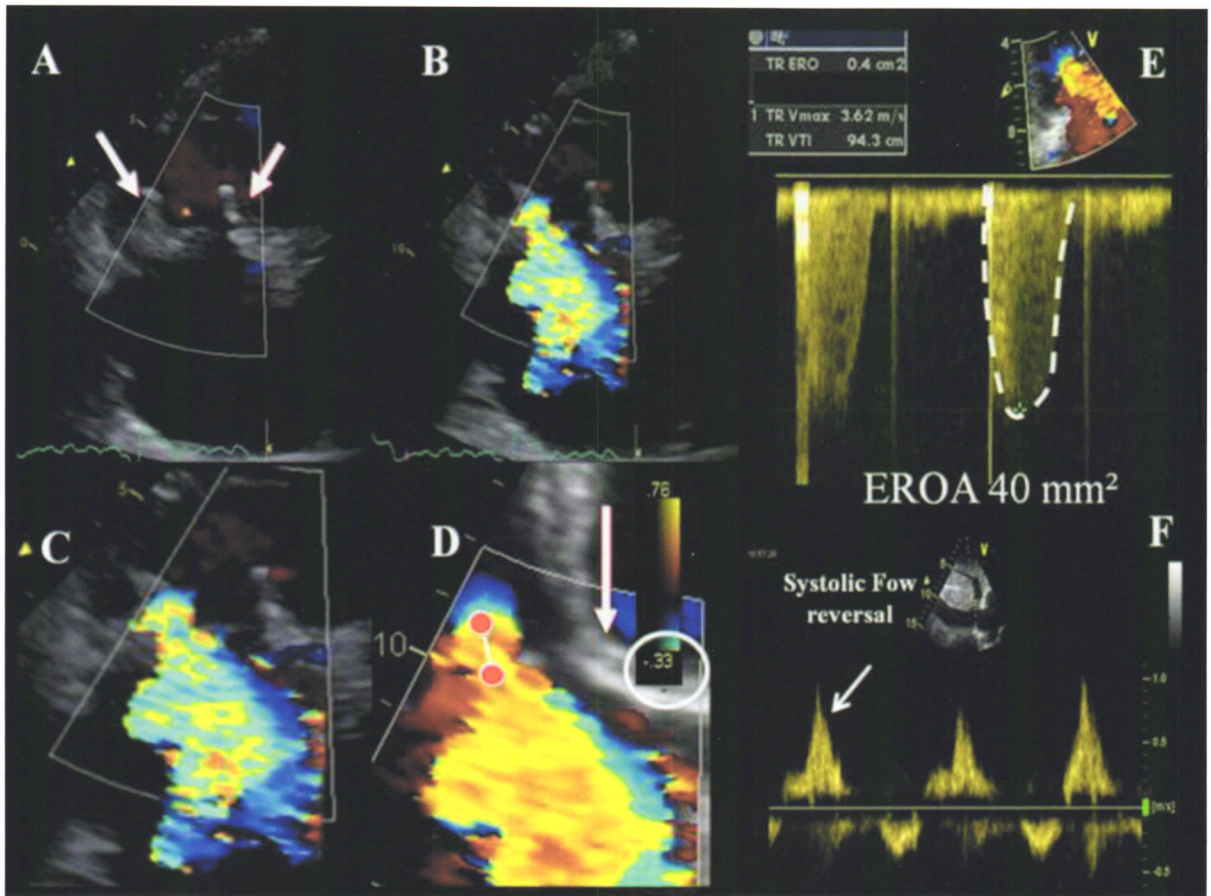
三尖瓣位置重度人工生物瓣反流的超声心动图评价 (A); 利用彩色血流多普勒沿反流束方向下调基线, 则可清晰显示反流束汇聚带和收缩流束轮廓 (B、C 和 D); 可测量近端等速表面积 (PISA) 半径 (D, 白线), 并利用 PISA 法计算有效反流口面积 (EROA) 和反流容积 (R Vol) (E); 而且, 肝静脉血流频谱显示逆向的收缩期波 (S) (F), 提示为重度反流
